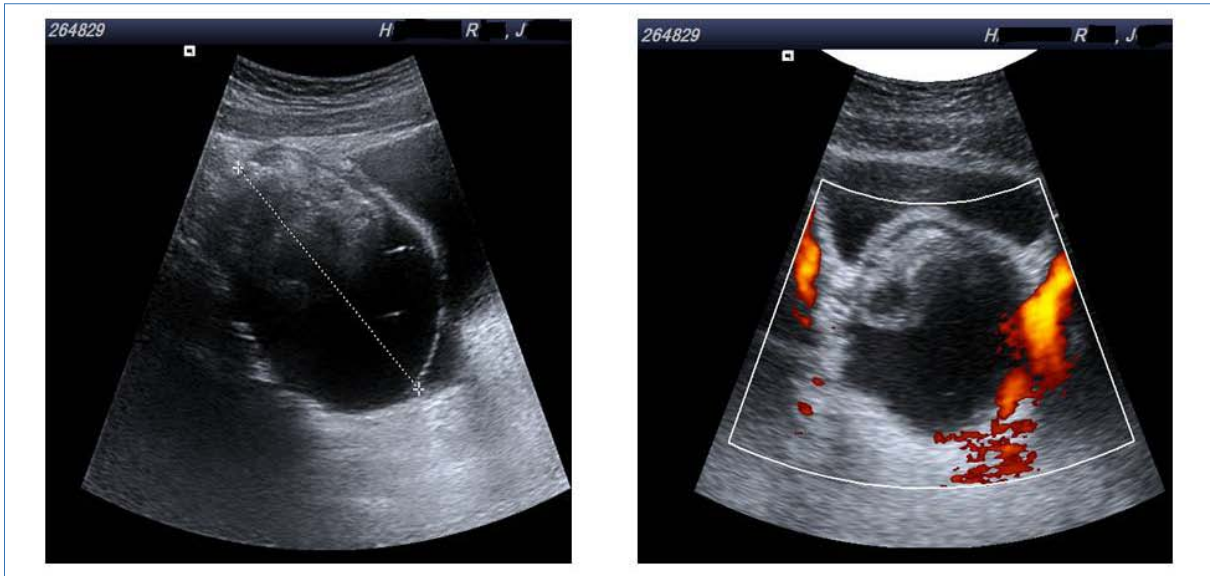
Ecografía pélvica, caso 2.
